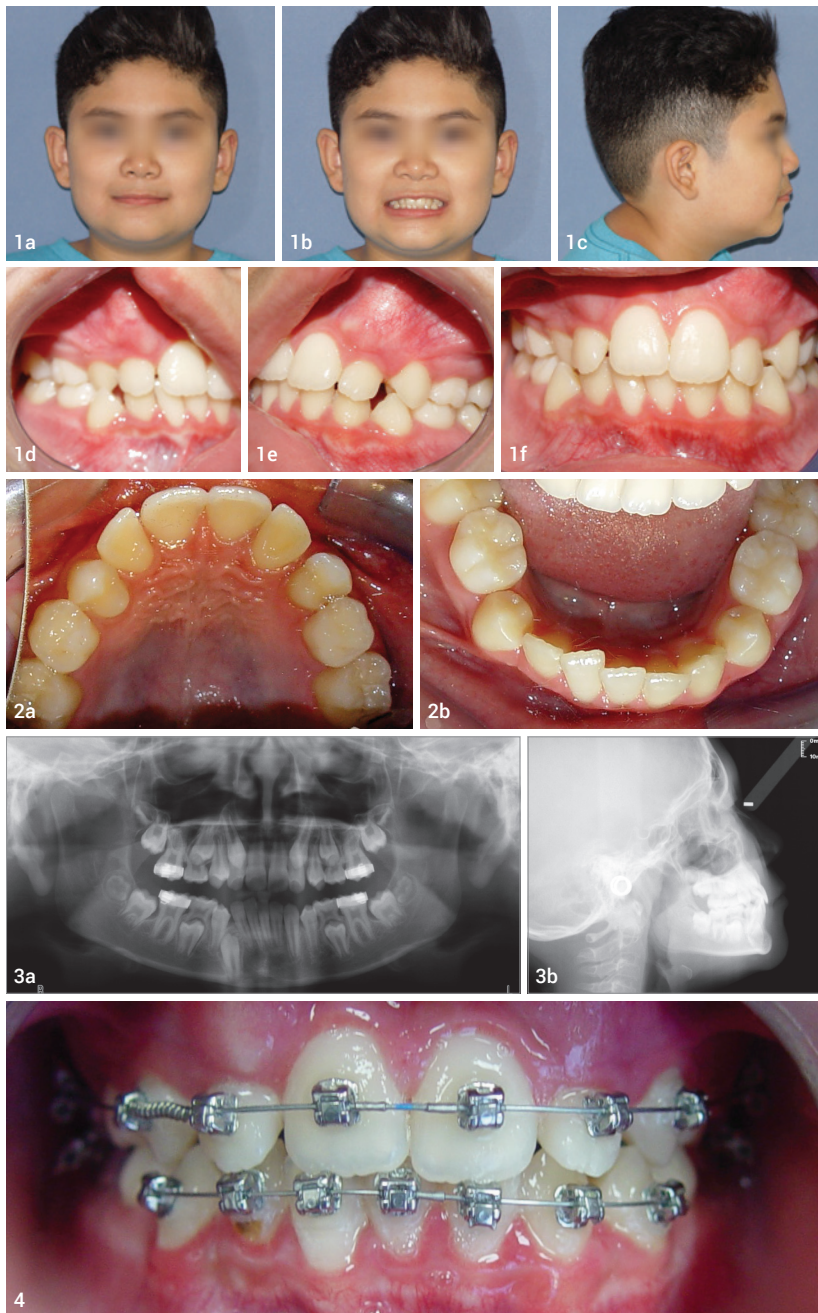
Klinisches Fallbeispiel Patient S. T.: Frontalaufnahme des Gesichts (a), mit Lächeln (b), im Profil (c), Okklusion seitlich rechts (d) und links (e) sowie frontal (f). Abb. 2a und b: Oberkiefer- (a) und Unterkieferaufsicht (b), Lücke für 13, 23 und 43 geschlossen. Abb. 3a: Orthopantomogramm vor Behandlungsbeginn. Abb. 3b: FRS der Ausgangssituation mit brachiofazialen Wachstum und einem Summenwinkel von $381,1^\circ$. Abb. 4: Behandlungsbeginn. Situation direkt nach Kleben der Brackets (Damon® Q Brackets mit .022" Slot) und Eingliederung eines .014" CuNiTi-Bogens im Ober- und Unterkiefer.
